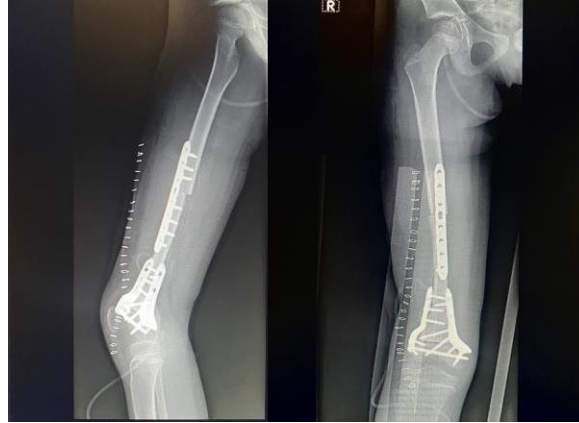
Radiografía donde muestra consolidación del aloinjerto de hueso de cadáver.
